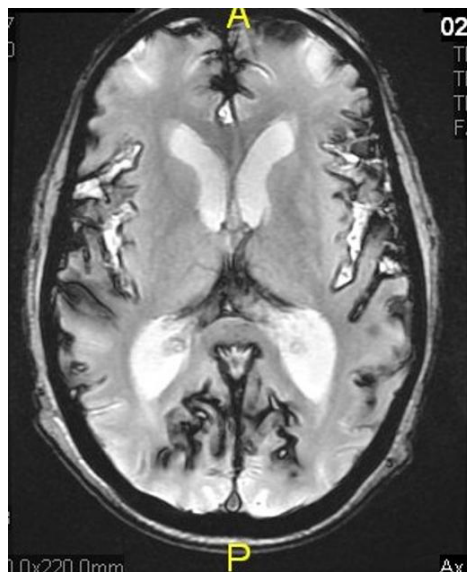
Ressonância Magnética, com sinal T2, representando siderose superficial. [1]
